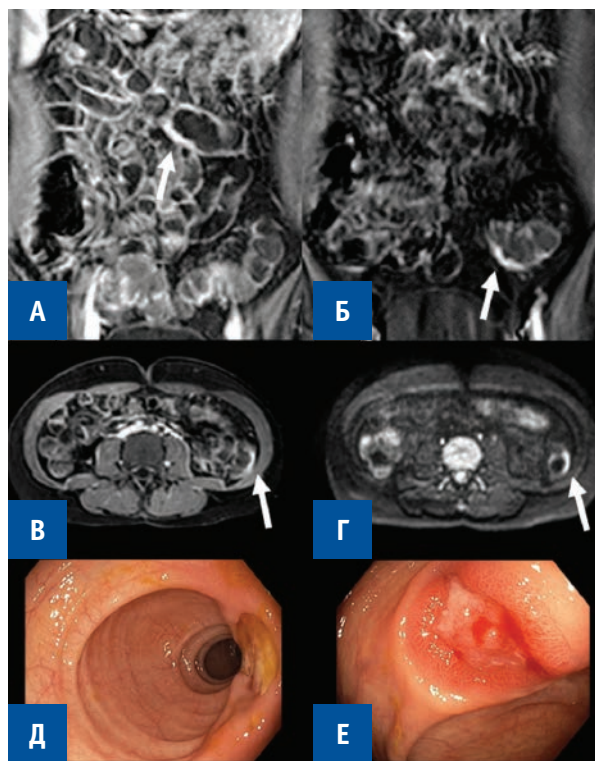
А, Б, В, Г — МР-энтероколонография. Болезнь Крона толстой кишки с наличием язв. Индекс MaRIAs (сегментарный) = 3. А, Б — коронарная проекция, T1-ВИ с внутривенным контрастированием и жироподавлением; В — аксиальная проекция, T1-ВИ с внутривенным контрастированием и жироподавлением; Г — аксиальная проекция, ДВИ. Определяются локальные (до 1,5–2,0 см) участки утолщения кишечной стенки до 4 мм с выраженным накоплением контрастного вещества (А,Б,В) и ограничением диффузии (гиперинтенсивный МР сигнал) (Г) (стрелки). Д, Е — Эндофото. Болезнь Крона толстой кишки, фаза язв: на фоне неизменной слизистой оболочки определяется глубокая штампованная язва до 1,2 см в диаметре с незначительно гиперемизированными и гиперплазированными краями, дно покрыто налетом фибрина.
